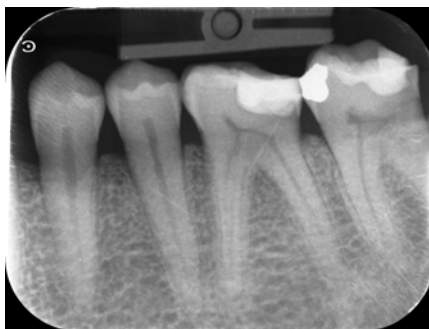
Radiographie du quadrant 3 montrant les restaurations suboptimales sur les dents 36 et 37
